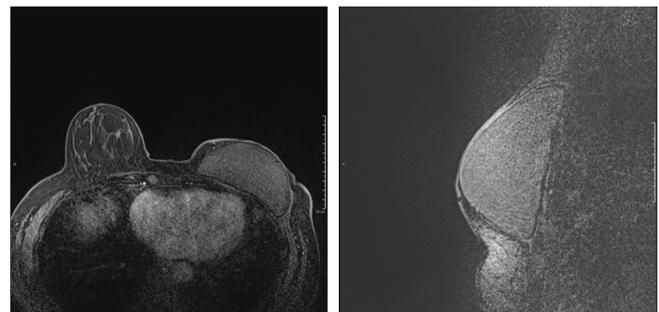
Imagem de ressonância magnética não apresentando alterações no seguimento oncológico
